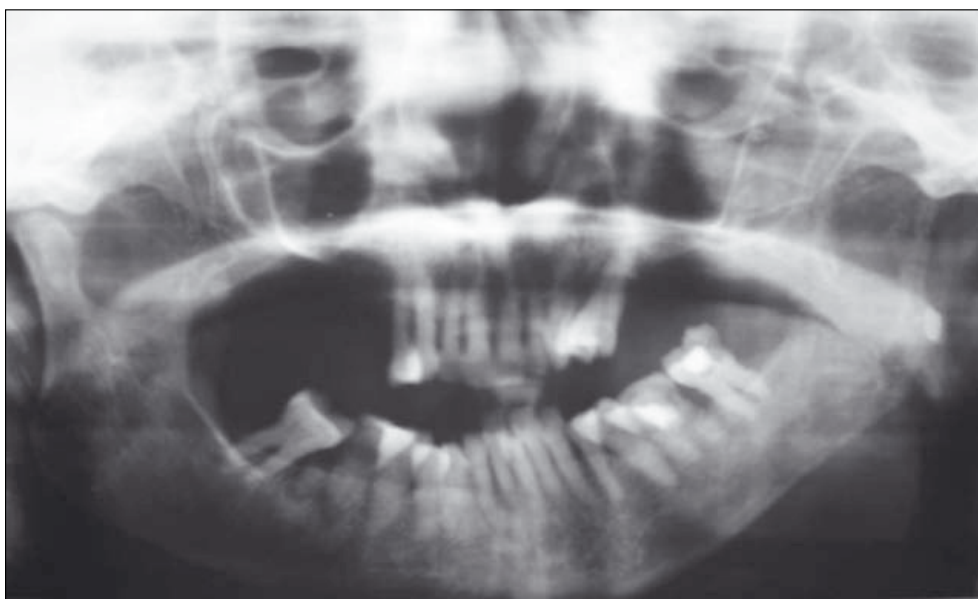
Radiographie panoramique : ostéolyse hétérogène de l'angle et la branche montante gauches chez une patiente traitée pour un carcinome canalaire du sein (cas 8).
